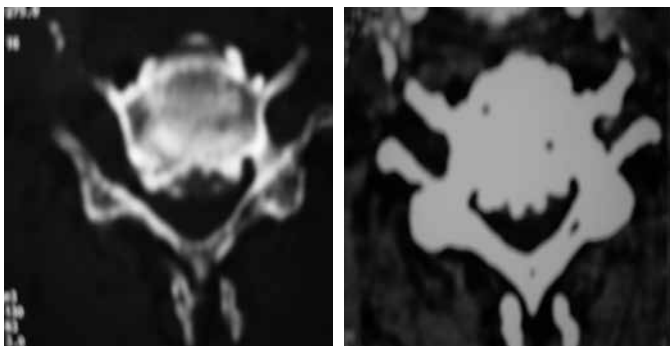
Tomografia da coluna cervical, corte axial, janela óssea (A), janela de partes moles (B), mostrando osteófitos levando a estenose degenerativa importante do canal cervical.
